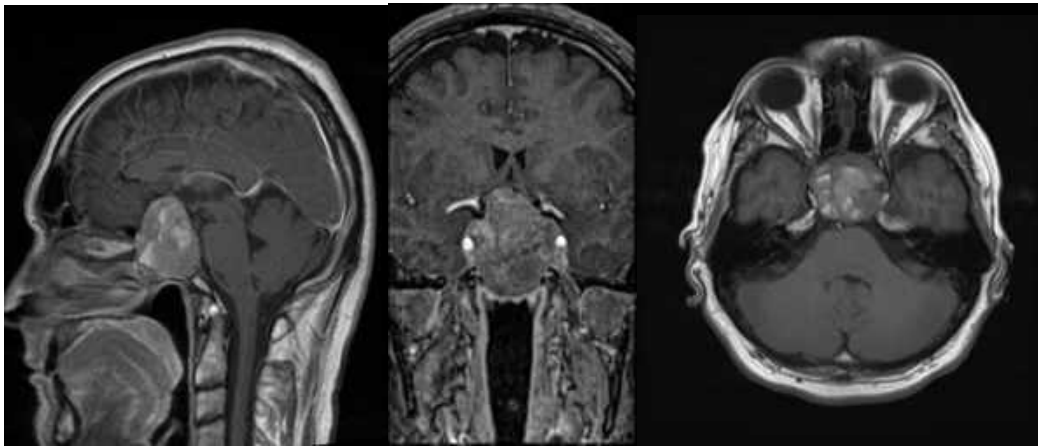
Спостереження № 55. Хворий Б-ич, 47 років (історія хвороби №2184/2). МРТ до операції.
